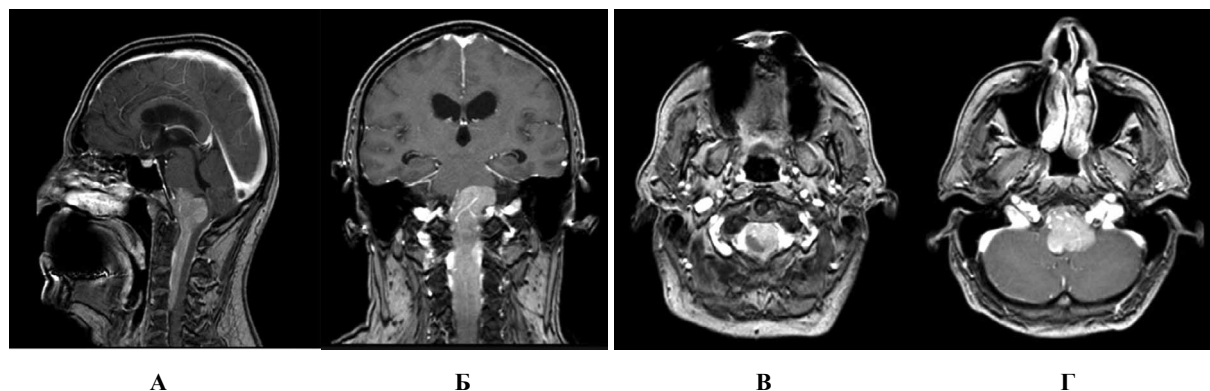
МРТ головного мозга пациента «М» с контрастным усилением:
